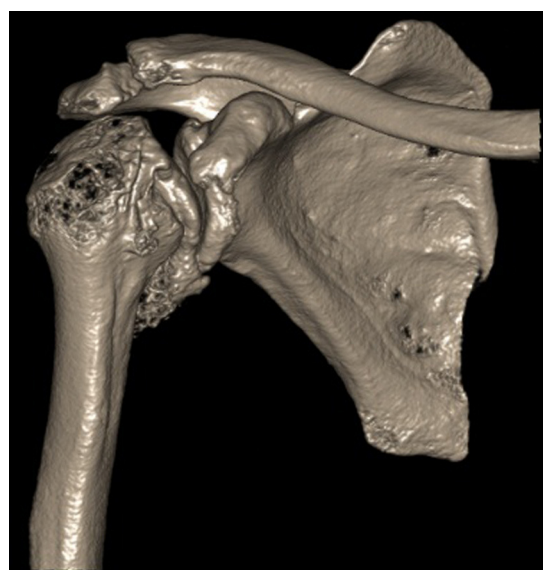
TC del hombro derecho. Se aprecia colapso articular de la cabeza humeral, incongruencia articular, importantes cambios degenerativos, artrosis de fosa glenoidea y gran osteofito inferior, que determinan el bloqueo mecánico descrito.
